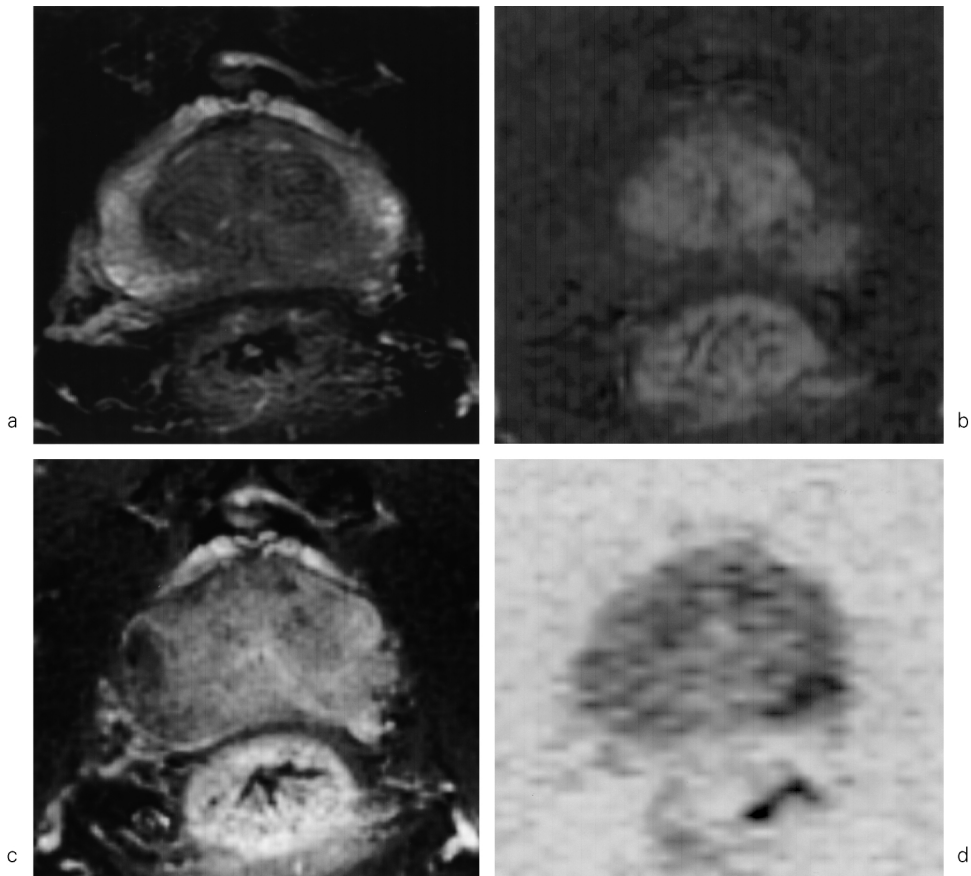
MRI of prostate cancer (Gleason score 3+3=6) in lt. peripheral zone in a 70-year-old male
